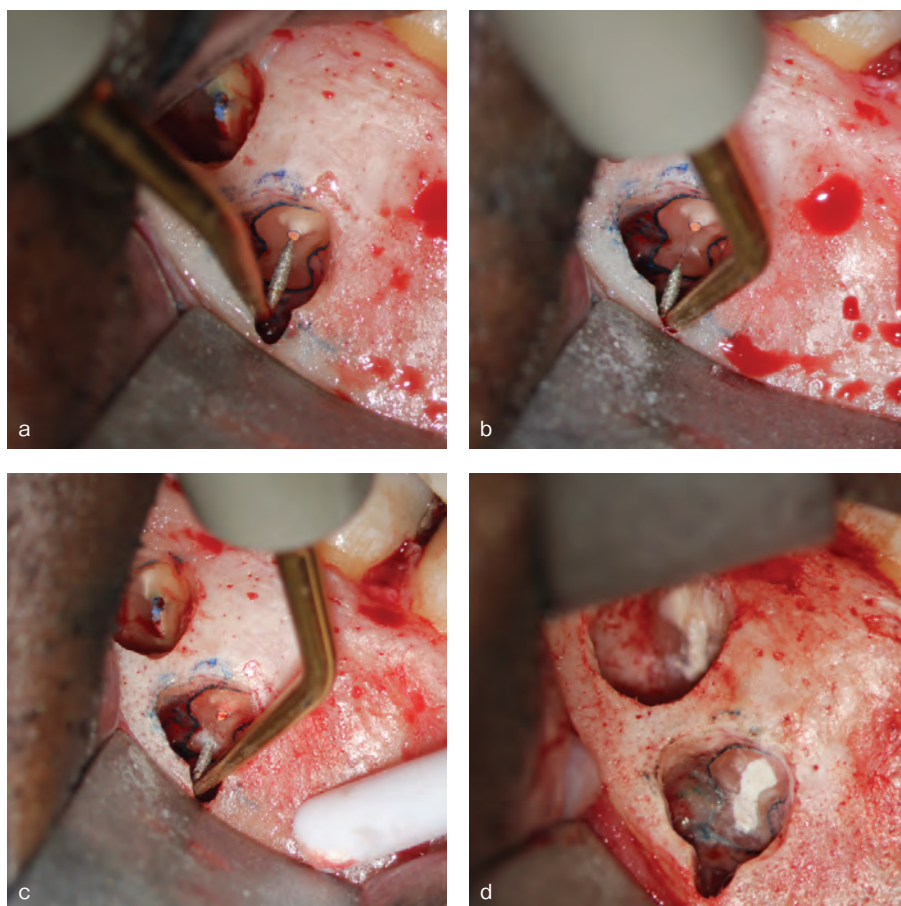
逆根管形成. a: 近心頬側根管の形成を開始する前に、低倍率下で超音波チップが歯根と同軸になるよう調整する. b: 近心舌側根管. c: 超音波チップで近心舌側根管を形成. d: 近心頬側・舌側根管, 遠心頬側・舌側根管を形成しバイオセラミックパテで封鎖(提供: 横田 要先生)
